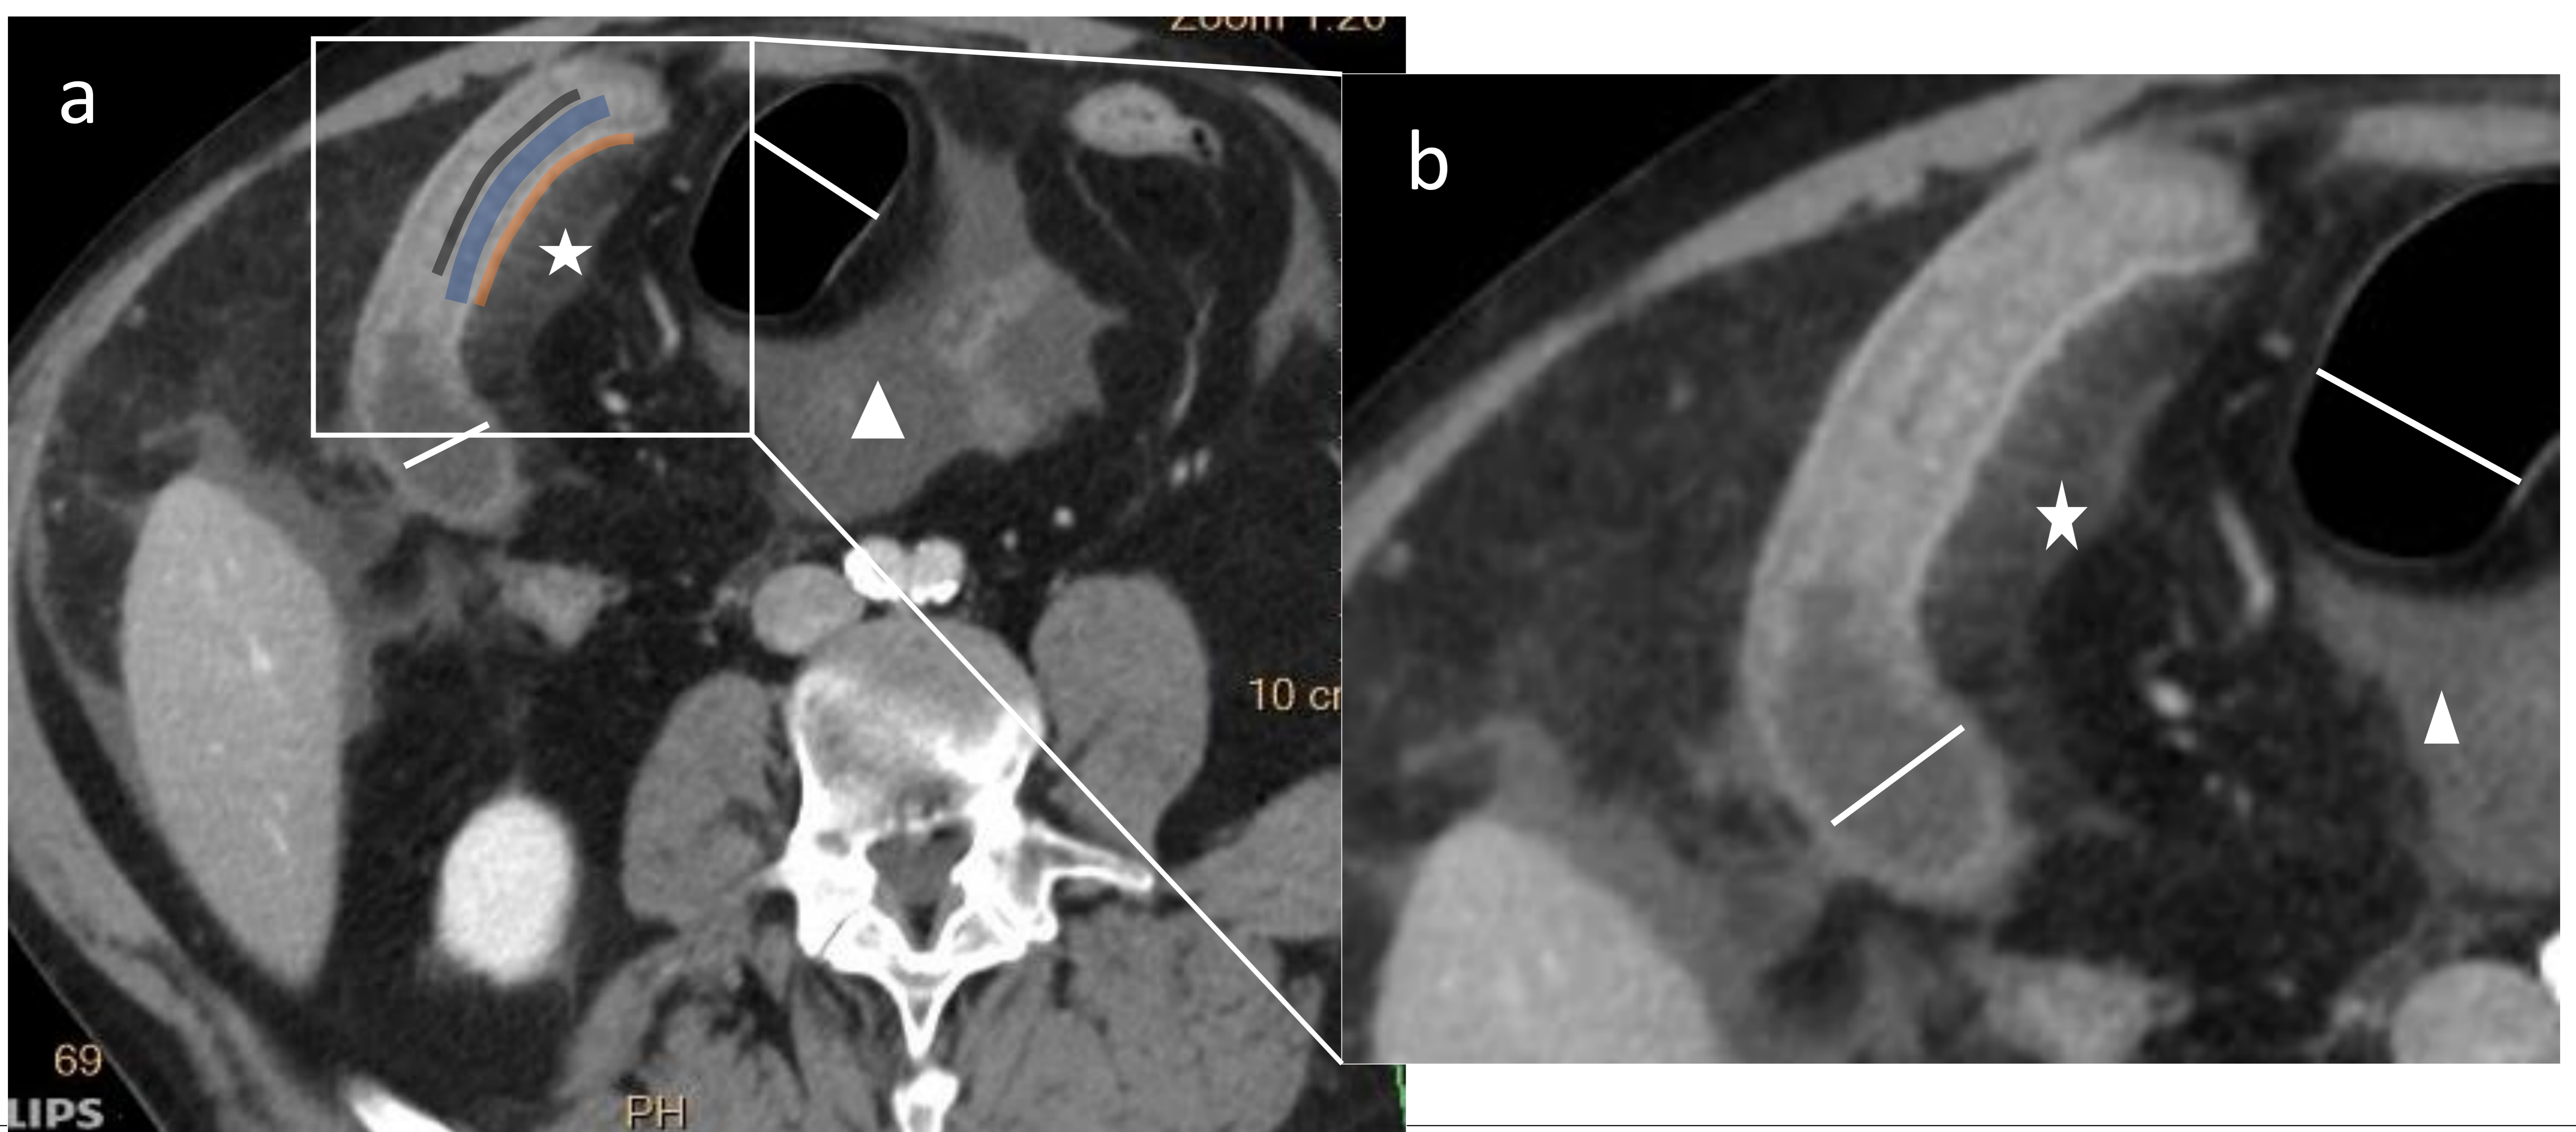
TC abdominopélvica en paciente varón de 36 años con hallazgos característicos de anisakiasis intestinal. a) corte axial que muestra engrosamiento mural con edema de la submucosa de un segmento largo de íleon distal no terminal con estriación de la grasa (estrella) y ascitis (triángulo). Dilatación retrógrada de las asas retrógradas (Líneas). Línea negra: mucosa; línea azul: submucosa; línea naranja: serosa. b) Imagen agrandada que muestra mejor el edema de la submucosa de la pared intestinal.
